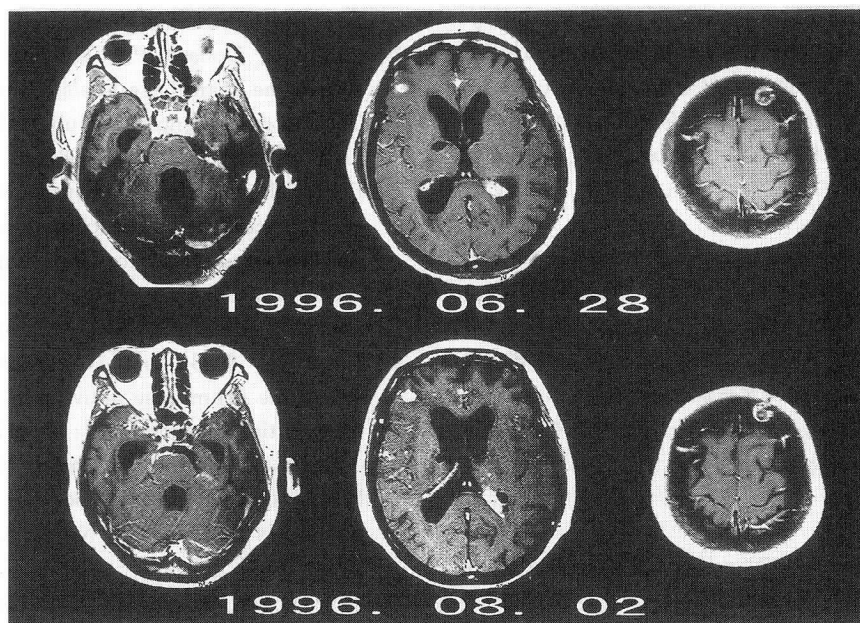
ガドリニウムによる造影頭部MRIの経時的变化
